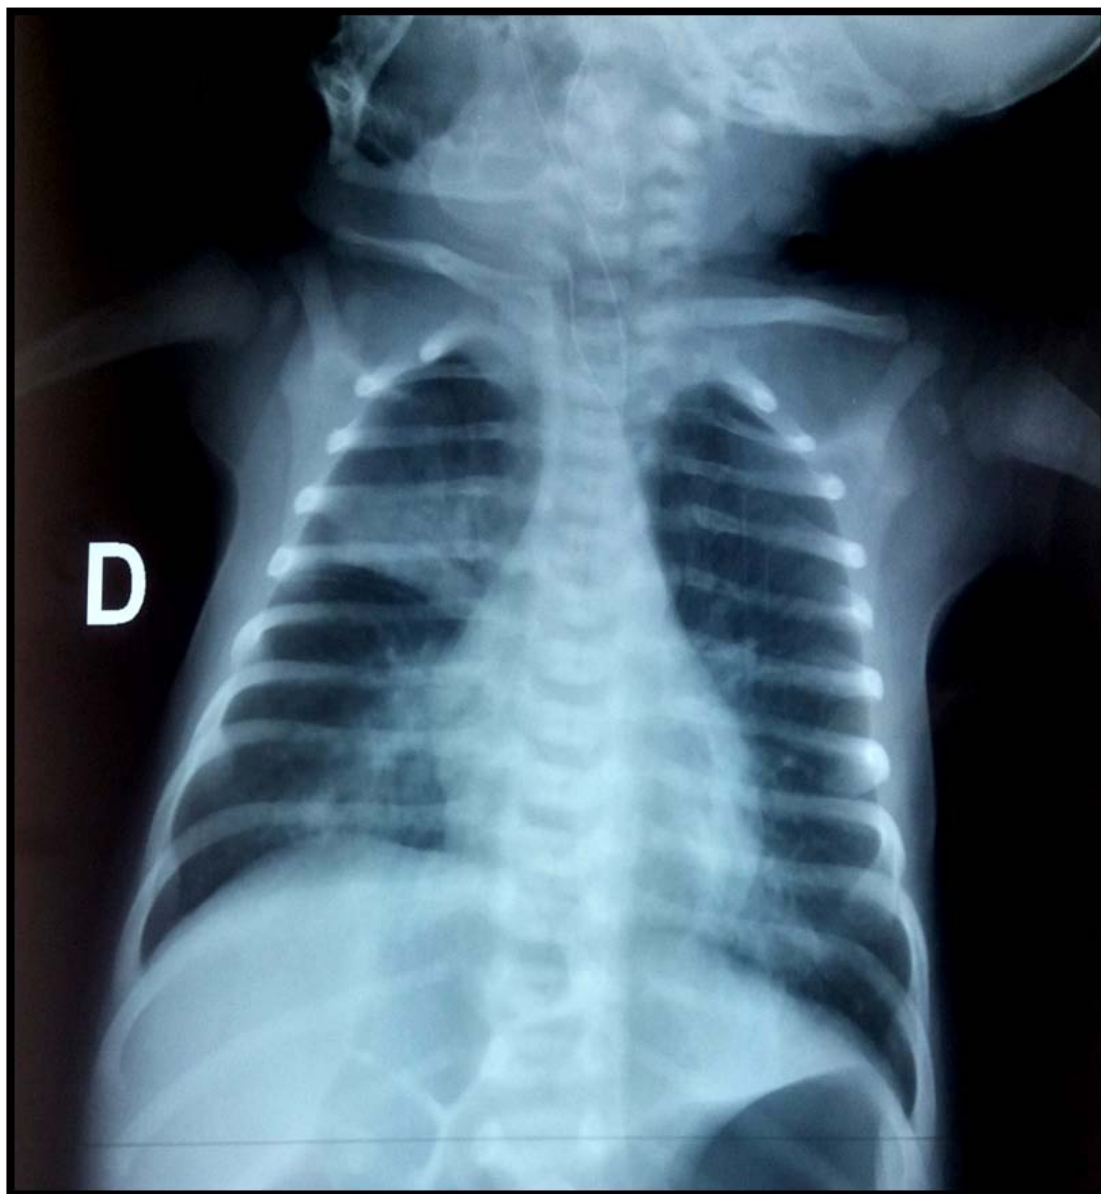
Radiographie thoracique réalisée chez un nouveau-né, 6 jours de vie, ayant présenté une pneumopathie nosocomiale 4 jours après une chirurgie abdominale
